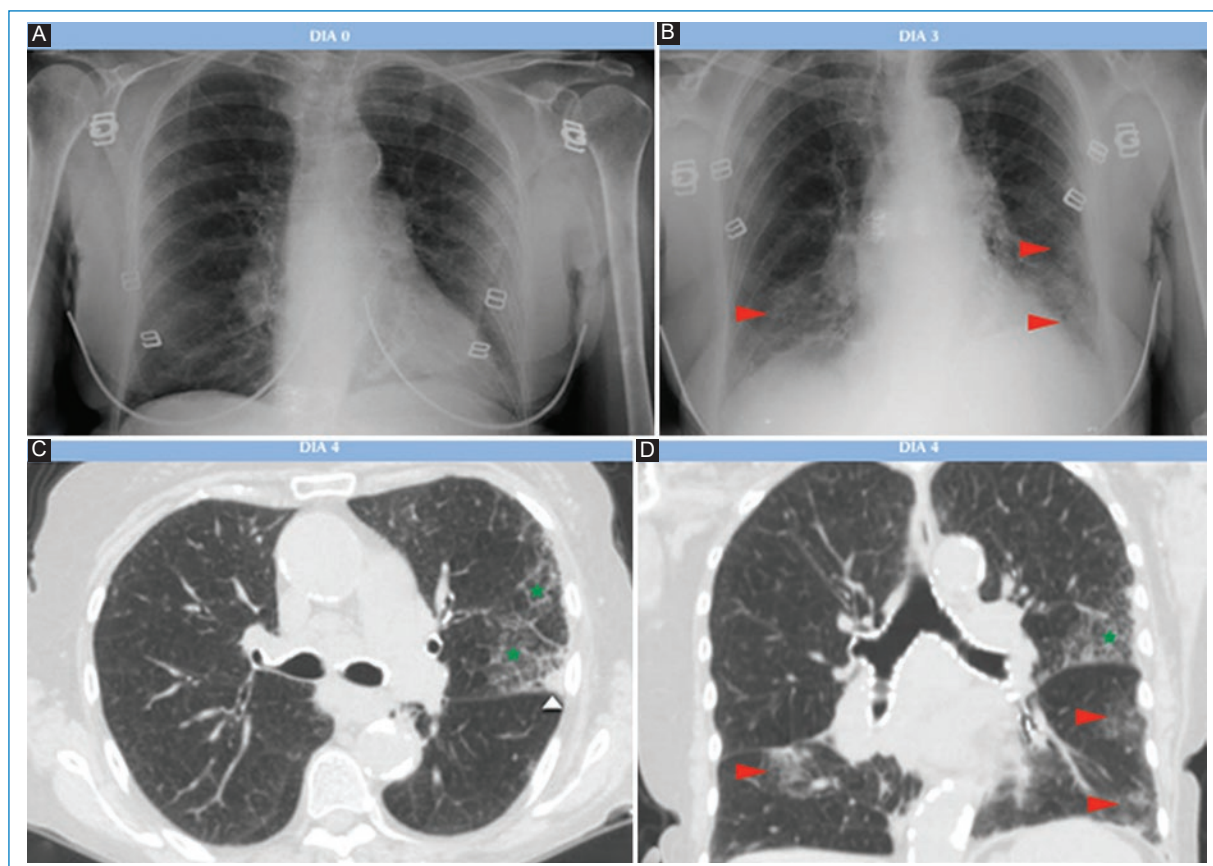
Paciente del sexo femenino de 73 años, con cuadro febril, sin otra sintomatología, con antecedente de valvulopatía mitral. A: radiografía AP realizada el día del ingreso, en la que se observan tenues opacidades parenquimatosas y reticulares en campo pulmonar izquierdo. B: radiografía AP realizada tres días después, en la que se observa aumento de las opacidades descritas en ambos campos pulmonares inferiores, que se correlacionan con las opacidades visualizadas en la TC (triángulos rojos). C y D: corte axial y coronal de TC. Opacidades en vidrio esmerilado, con engrosamiento de los septos interlobulillares a nivel de las regiones laterales del LSI (estrellas), en el que se observa además una pequeña opacidad consolidativa (triángulo blanco). Opacidades en vidrio esmerilado en regiones periféricas del lóbulo inferior izquierdo (LII) y otros pequeños focos a nivel del LID (triángulos rojos).
